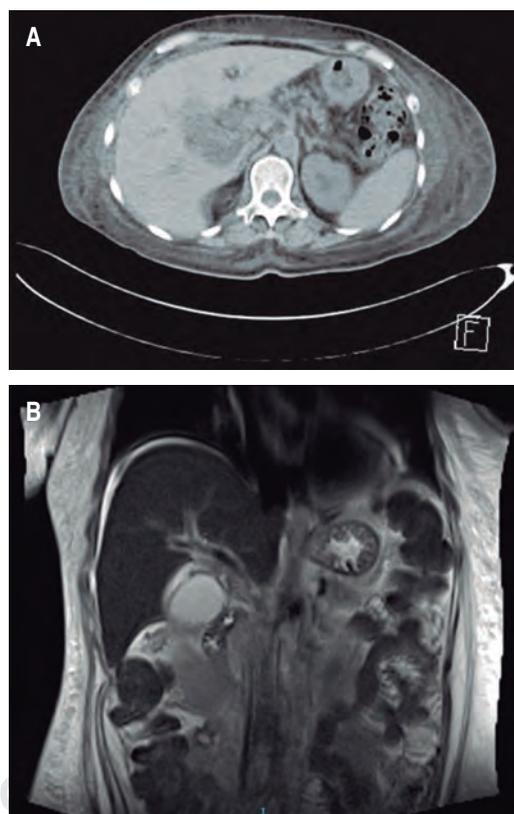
Estudios de imagen del paciente 1. A) Tomografía axial computarizada abdominal con evidencia de colecistitis aguda y líquido perivesicular sin poder descartar irrupción parcial de la pared, volumen de 184 cm³. B) Colangiografía que evidencia colecistitis crónica agudizada, lodo biliar con perforación, con absceso adyacente.
